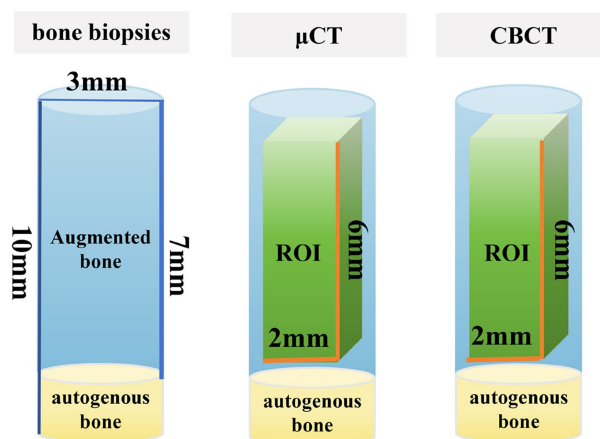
Three-dimensional ROI/VOI established on micro-CT and CBCT based on the long axis of the bone core sample
